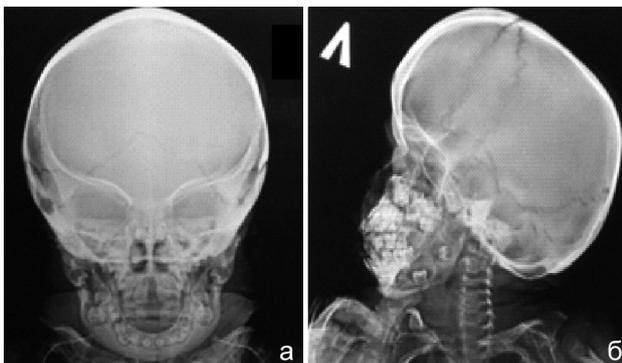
Рентгенограммы черепа, прямая (а) и боковая (б) проекции ребенка (девочки) 7,5 лет с синдромом Гурлера (МПС I типа)
